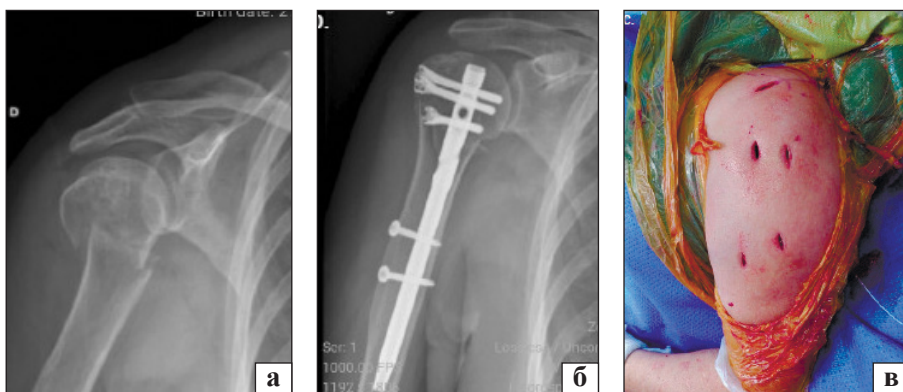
Рентгенограми (а, б) та зовнішній інтраопераційний вигляд (в) плеча пацієнта з переломом типу 11B2: а) до операції; б) БІОС (за [87])
